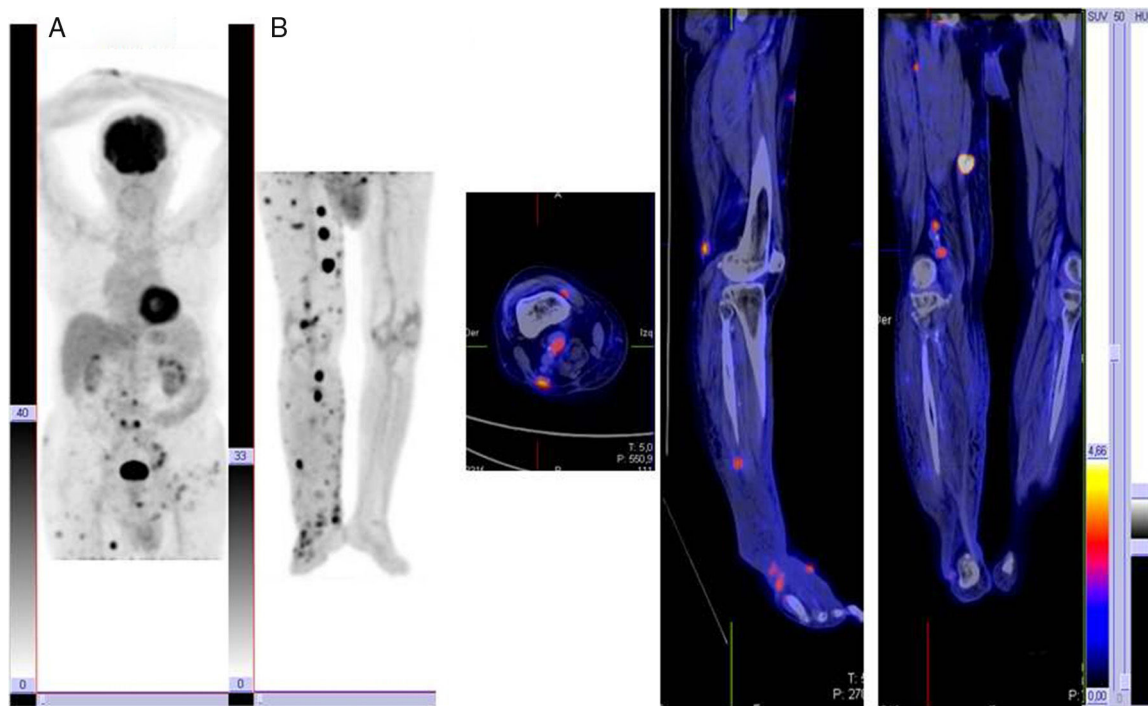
Imagen PET/TAC mostrando imágenes de PET (A) y superposición (B), en la que se muestran múltiples focos hipermetabólicos en relación con la afectación ganglionar y subcutánea múltiple
